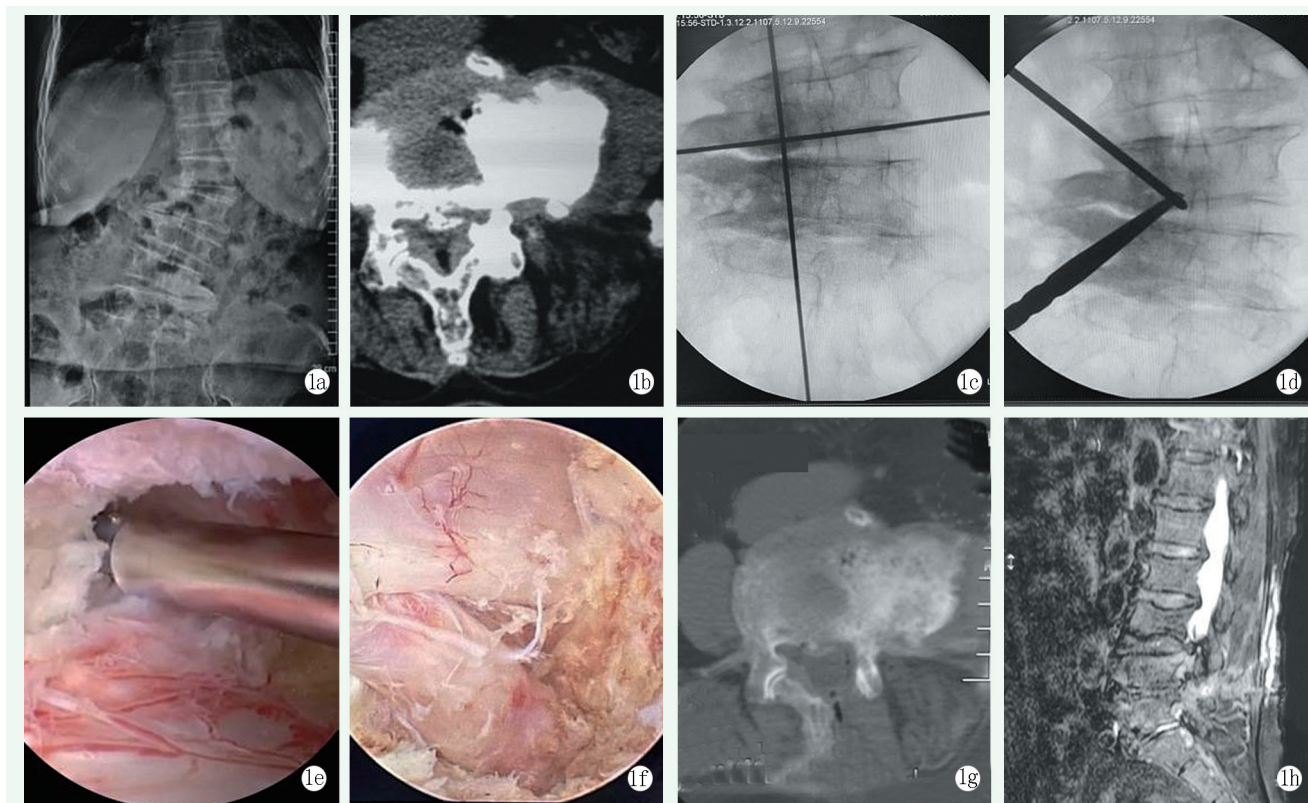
患者，女，74 岁，退变性腰椎侧弯，腰椎管狭窄。1a: 术前腰椎正位 X 线片显示退变性腰椎侧弯；1b: 术前 CT 显示 L_{3/4} 右侧椎间盘突出、钙化，黄韧带肥厚、椎管狭窄（CSA=75.7 mm²，侧隐窝直径=1.7 mm）；1c: 术中定位责任节段；1d: 置入内镜和工作通道；1e: 镜下切除椎板及黄韧带；1f: 松解神经根后所见；1g: 术后 CT 平扫复查提示髓核摘除及椎板切除后椎管面积显著扩大；1h: 术后 2 个月复查 MRI 显示神经根无明显压迫。
